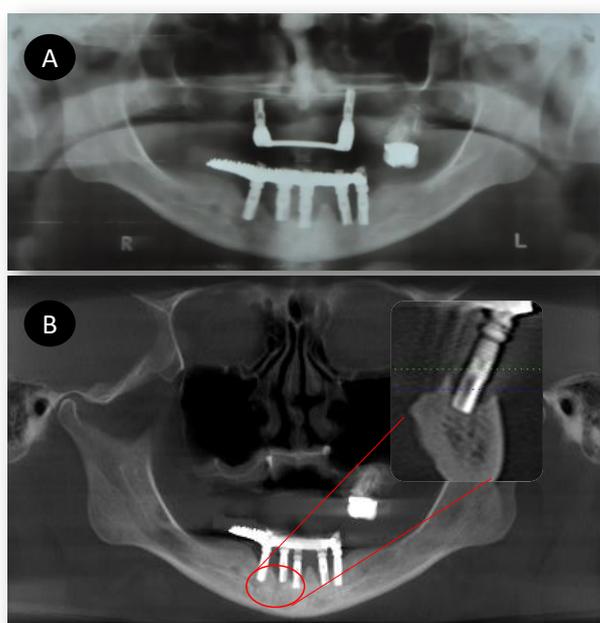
(A) Radiografia panorâmica evidenciando a presença de osteólise periimplantar denotando perda dos implantes. (B) Tomografia computadorizada de mandíbula com aproximação comprovando a osteólise periimplantar devido a presença de osteonecrose.
